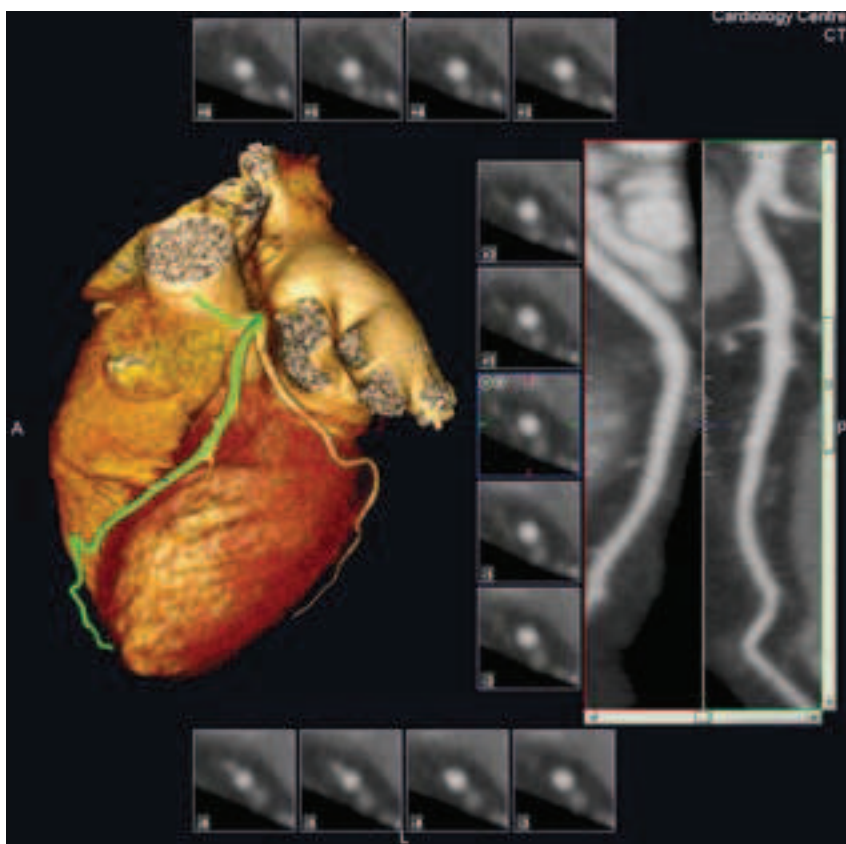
КТ-ангиография коронарных артерий в норме. Трехмерная реконструкция. Представлена также реконструкция передней межжелудочковой ветви (ПМЖВ) вдоль ее хода и срезы ее по короткой оси.
